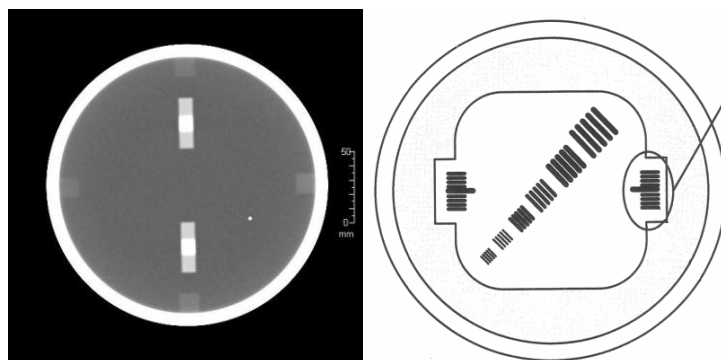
QA CT fantom pro měření prostorové rozlišovací schopnosti.(9)
